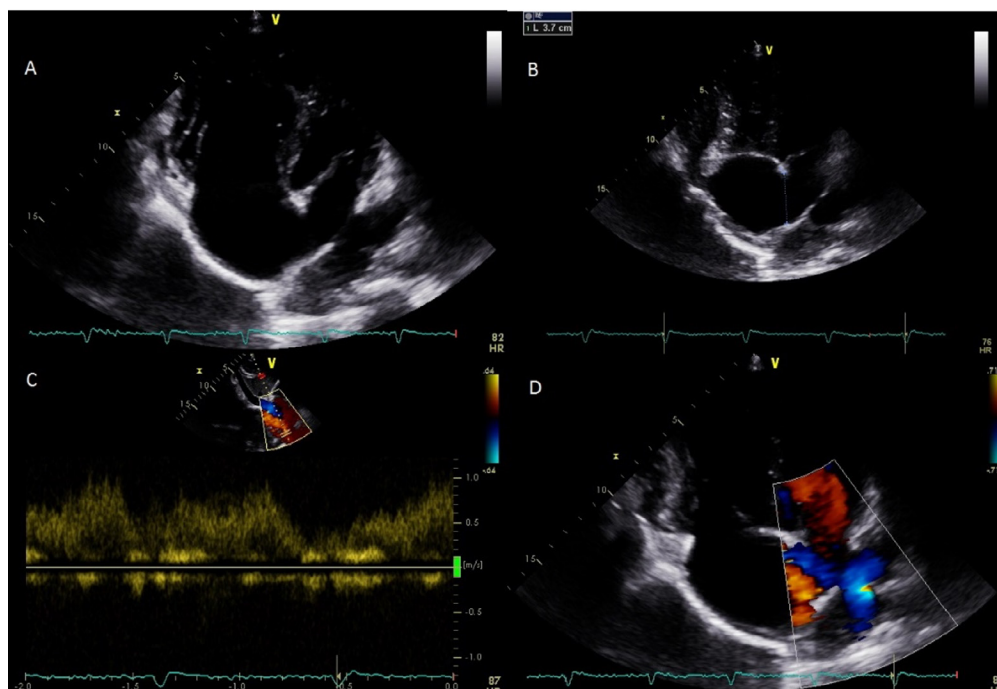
Ecocardiograma Doppler Color Transtorácico.
